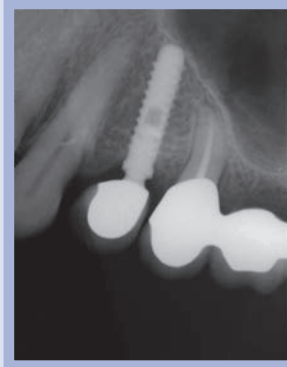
Immagine radiografica del controllo a oltre 10 anni (2013): stabilità ossea senza alcuna perdita di altezza
